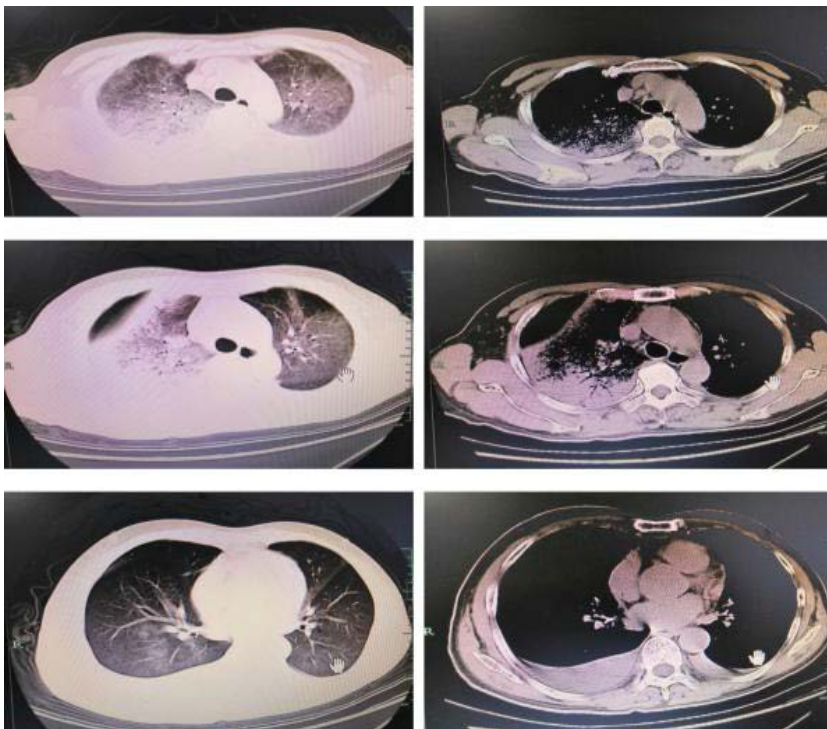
2021-02-19 Chest CT: Massive dense shadows and ground glass shadows in upper lobe of both lungs, middle lobe and lower lobe of right lung
